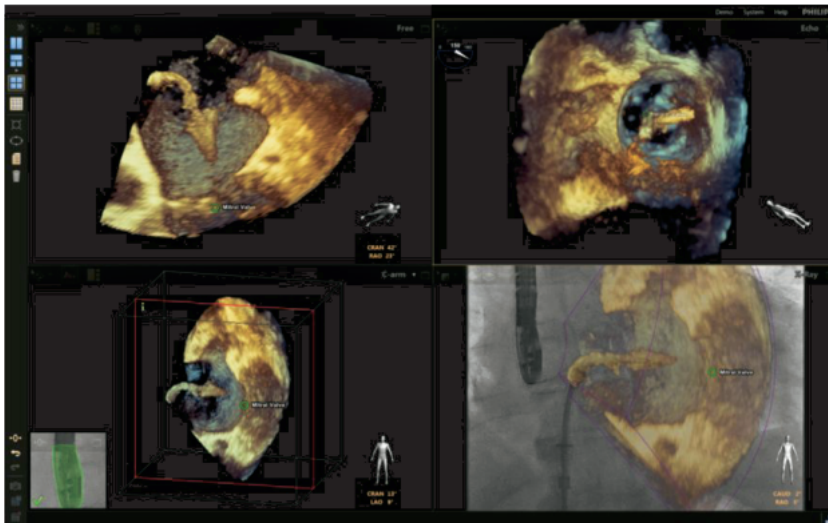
Echo Navigator 透視画像上にエコー画像をフュージョン
